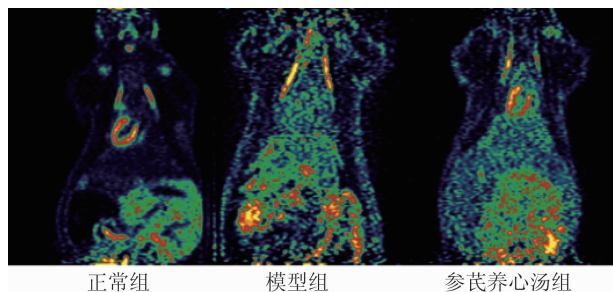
各组大鼠¹⁸F-FDG Micro-PET 心肌代谢显像
